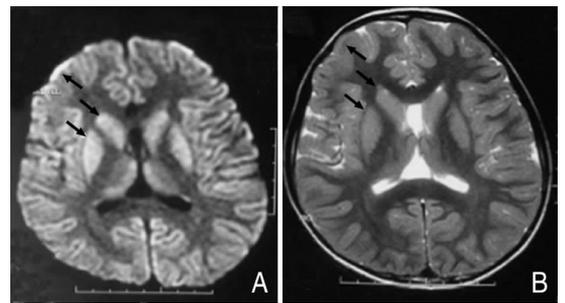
患儿治疗前头颅 MRI A:DWI 可见基底节、皮层对称性高信号(箭头所示)。B:T2 基底节及皮层肿胀明显(箭头所示)。
